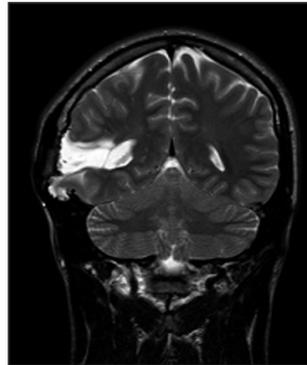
Acquisition coronale IRM T2 en mode *Spin écho* objectivant le kyste leptoméningé comblé par une hernie de parenchyme cérébral.
